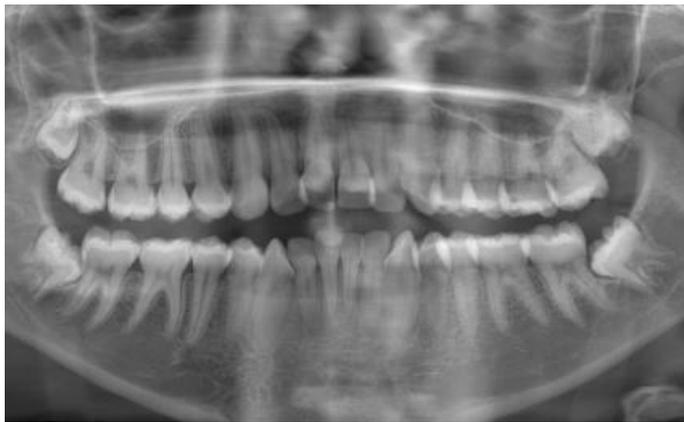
Radiografia panorâmica. Fonte: Autoria própria.
